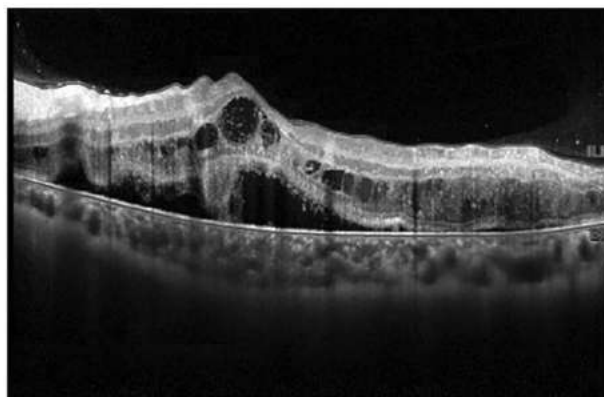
Tomografía de coherencia óptica. Evolución a la semana de instaurado el tratamiento (foto arriba: 14/06/22, foto abajo: 23/06/22).
